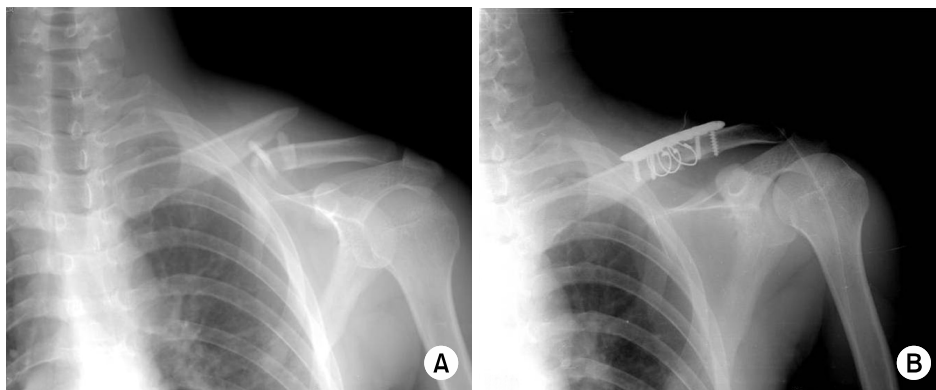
(A) The preoperative radiograph shows comminuted fracture of the clavicle shaft. (B) Immediate postoperative radiograph shows comminuted clavicle shaft fracture is fixed by reconstruction plate and screws with three cerclage wires.
